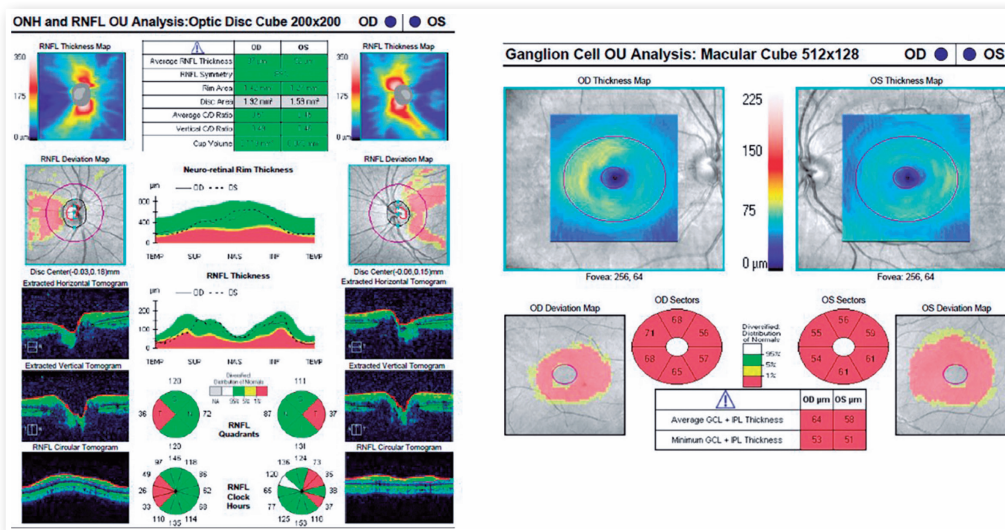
Tomografia de coerência óptica com redução da camada de fibras nervosas temporais em ambos os olhos, e redução de células ganglionares em topografia macular.
